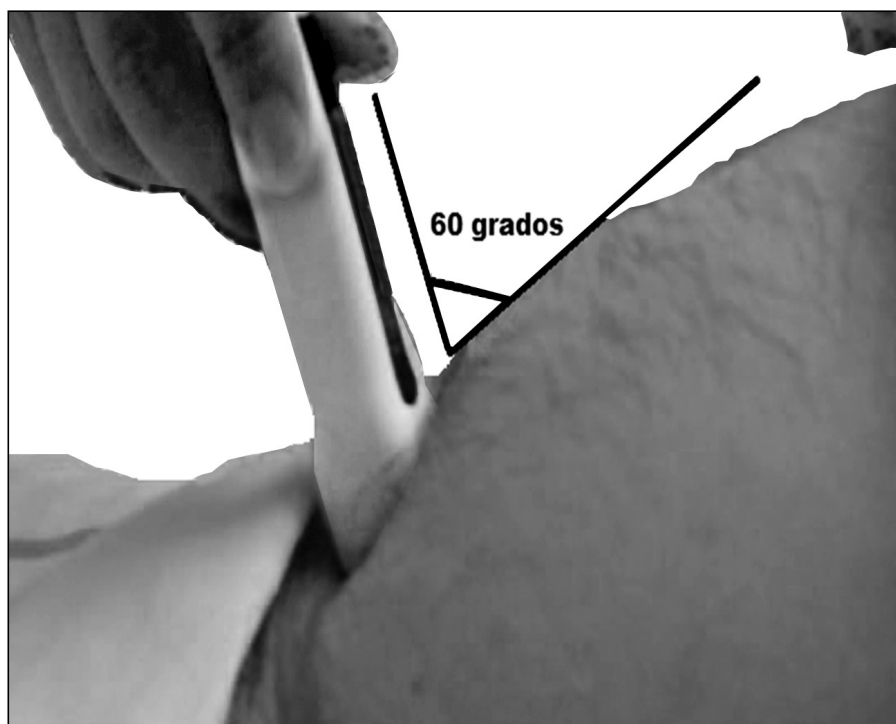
Colocación de la sonda de ecografía.
